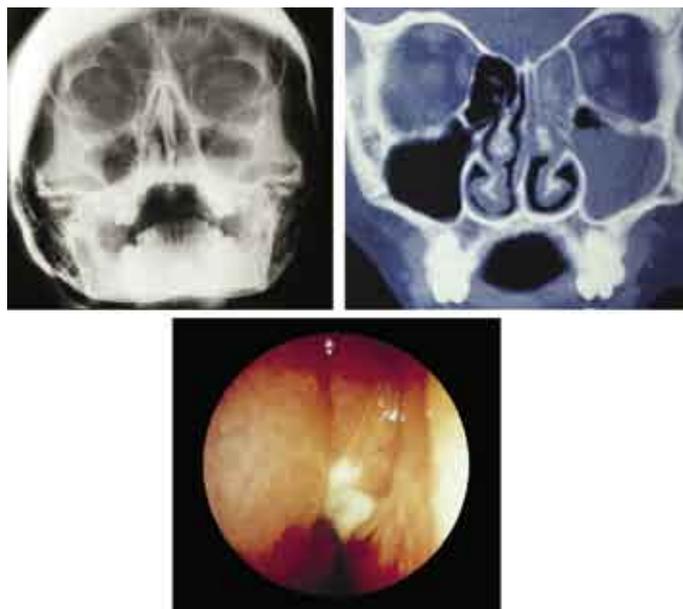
Sinusitis maxilar izquierda. Radiografía simple en proyección de Waters (nivel líquido en seno maxilar izquierdo), TC coronal senos paranasales y Endoscopia fosa nasal izquierda (rinorrea purulenta en meato medio).
